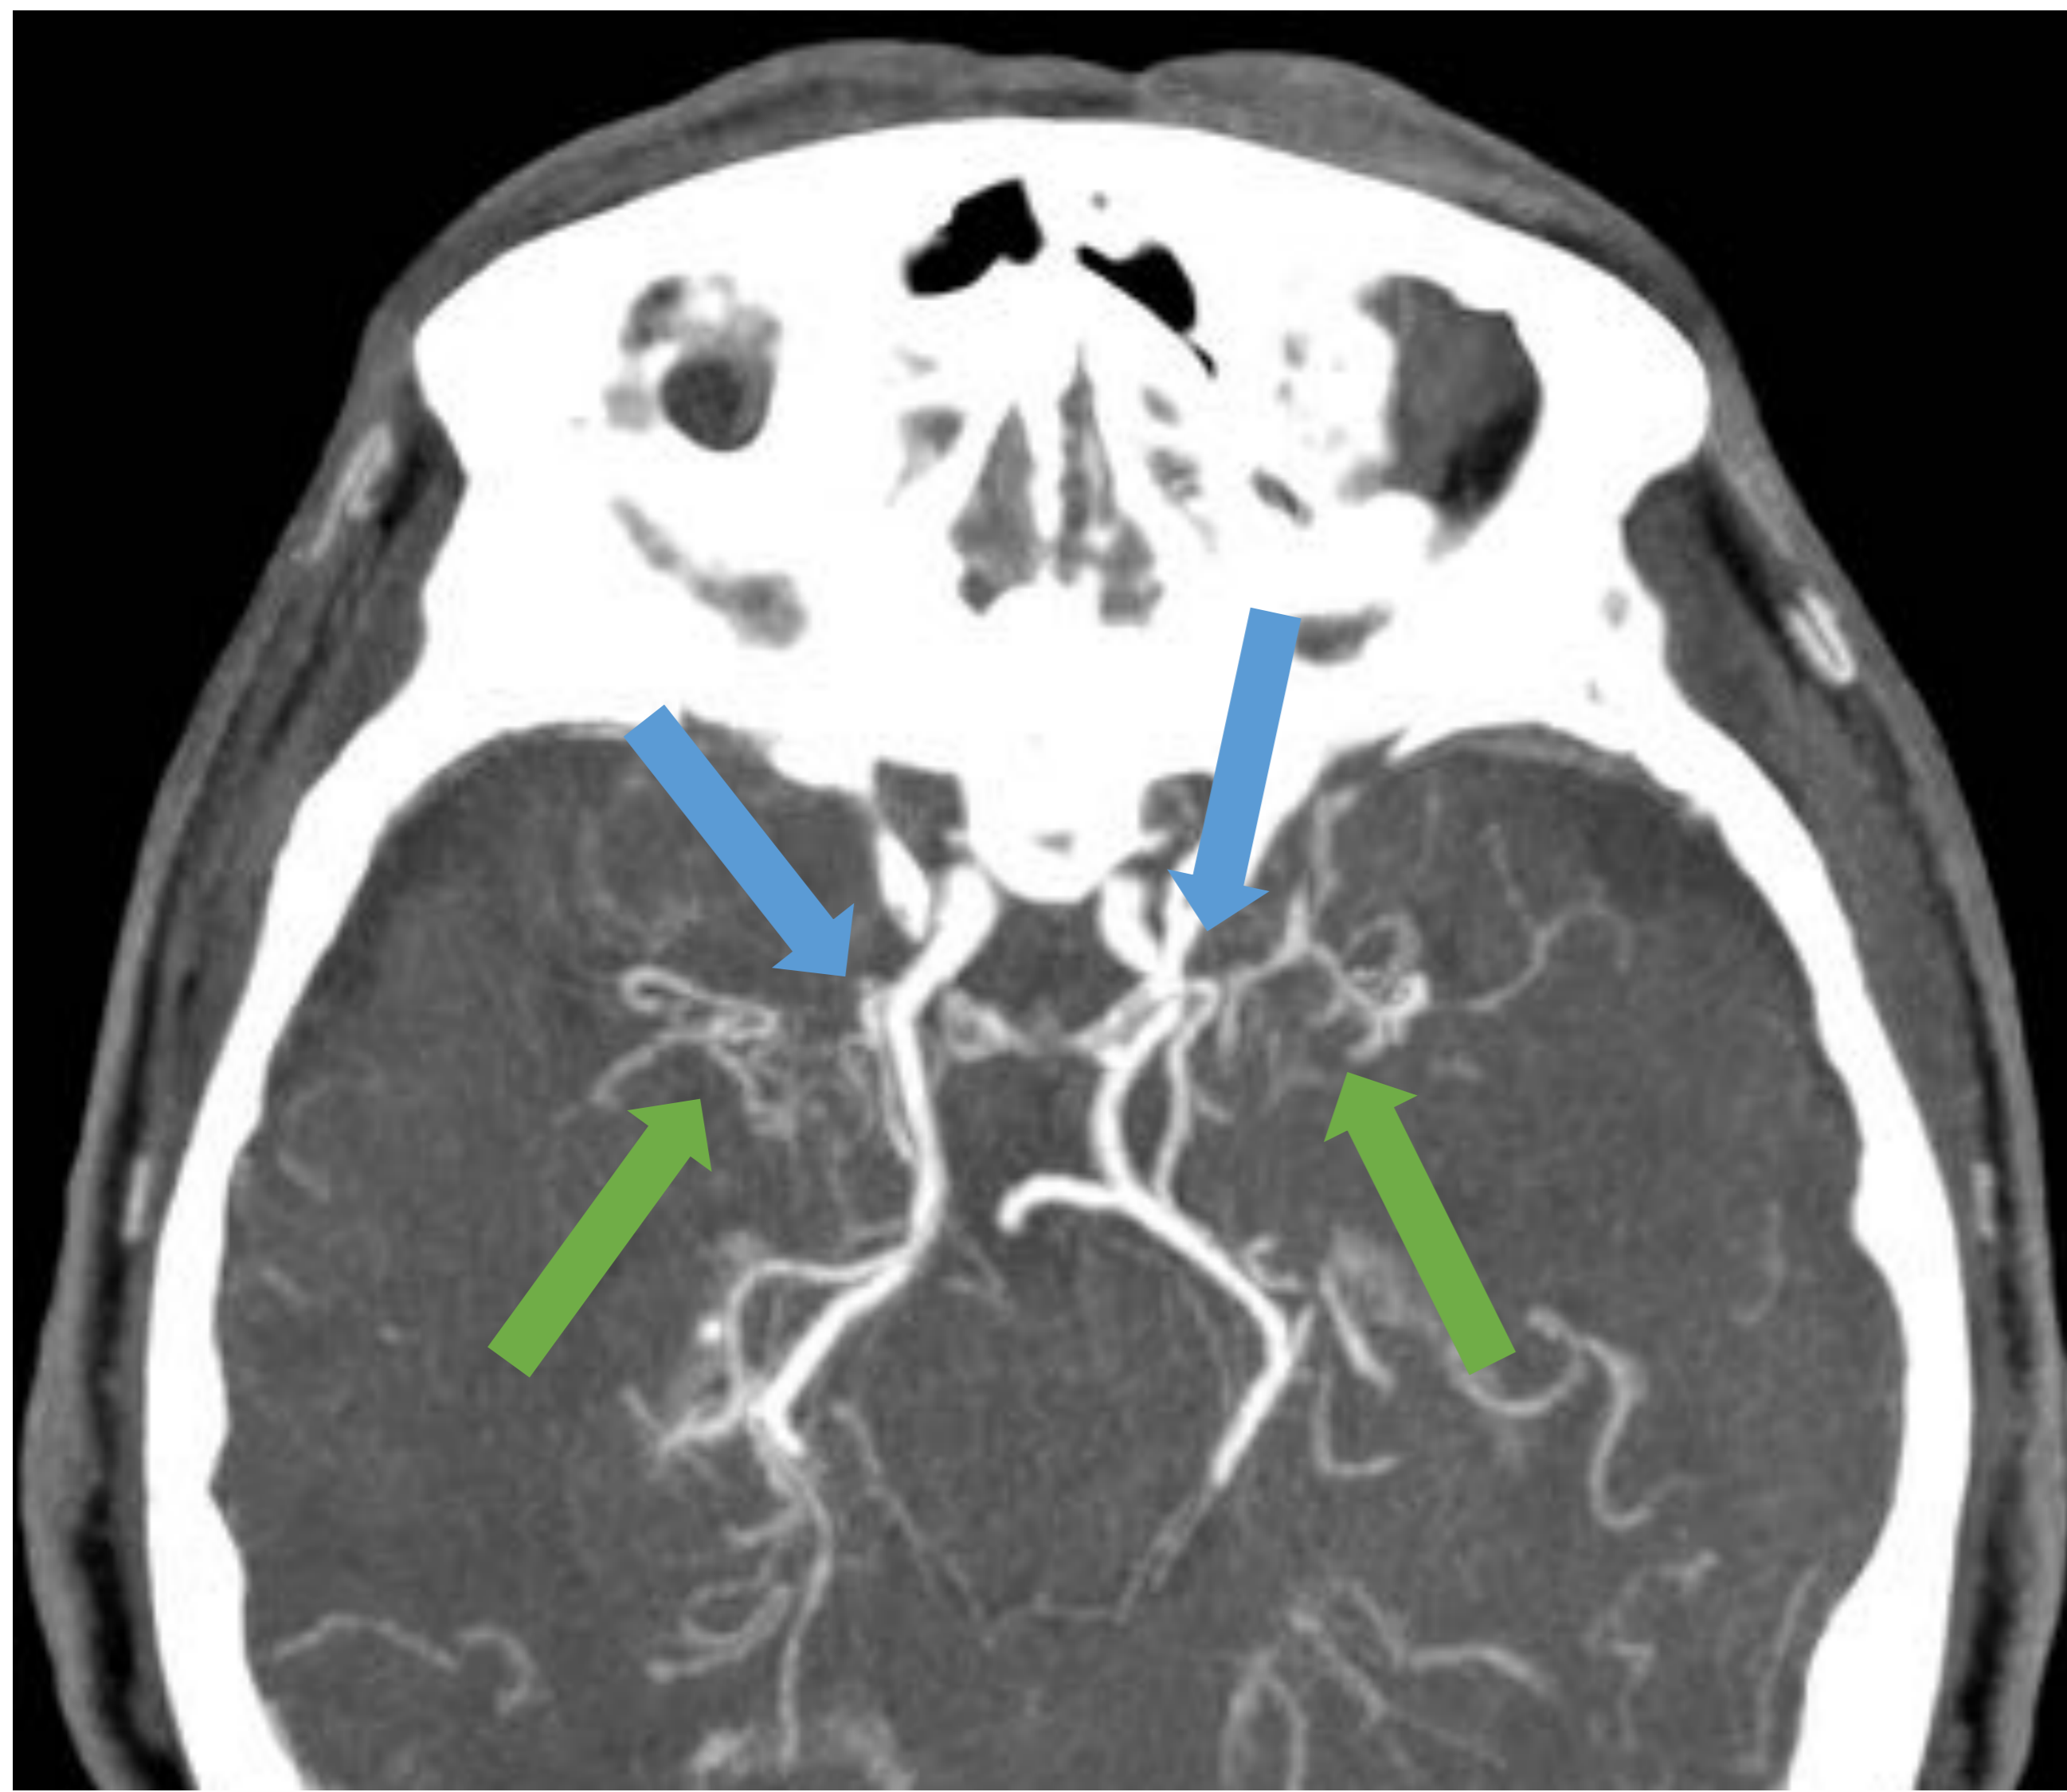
Angio-TC craneal, corte axial (A) y coronal (B) y arteriografía (C) del mismo paciente que en la figura 11. En la figura A y B, se observa oclusión de ambas ACI en su segmento comunicante, distal al origen de la arteria comunicante posterior, así como de ambas arterias cerebrales medias (flechas azules). Se identifica también una extensa red de colaterales (flechas verdes). En la figura C, se evidencia la clásica imagen en “nube de humo”, en relación con la formación de extensas y finas colaterales (círculo amarillo).
